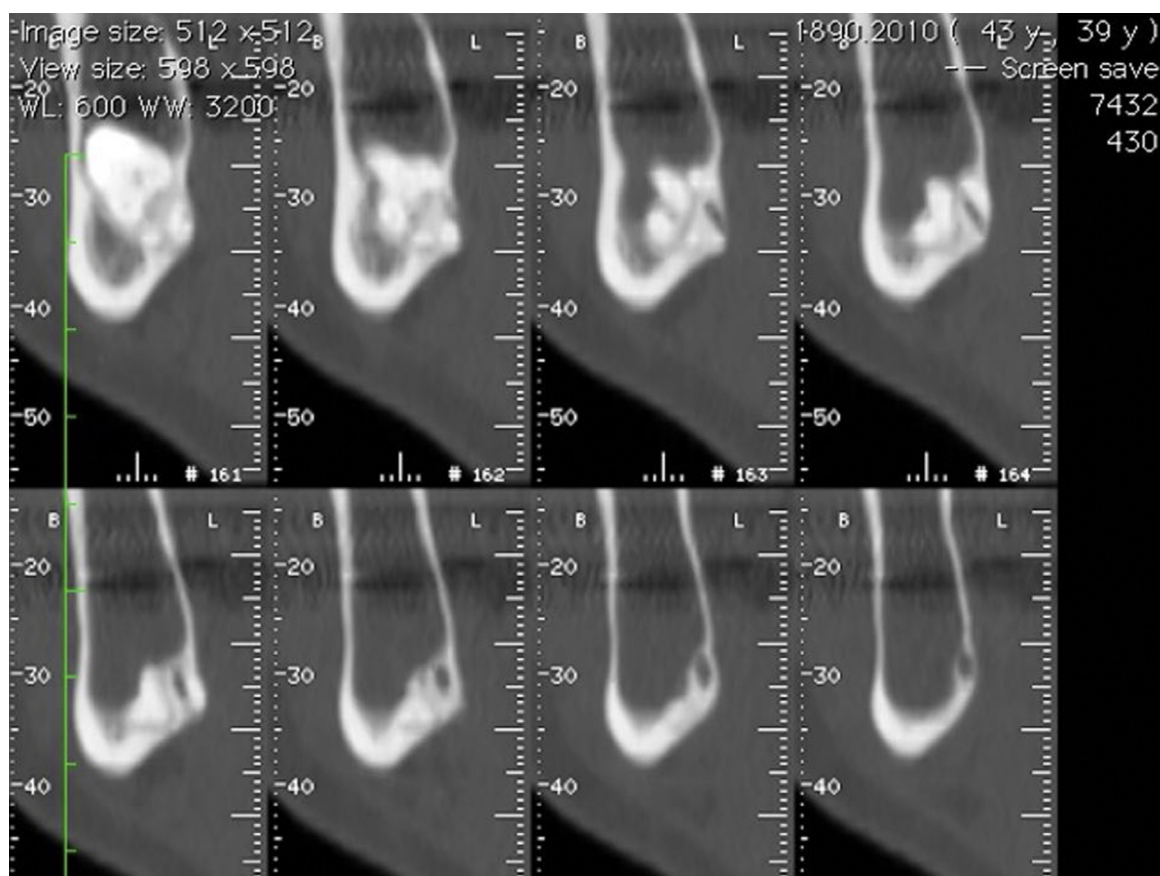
Tomografia axial computadorizada inicial, cortes axiais da zona da lesão.
